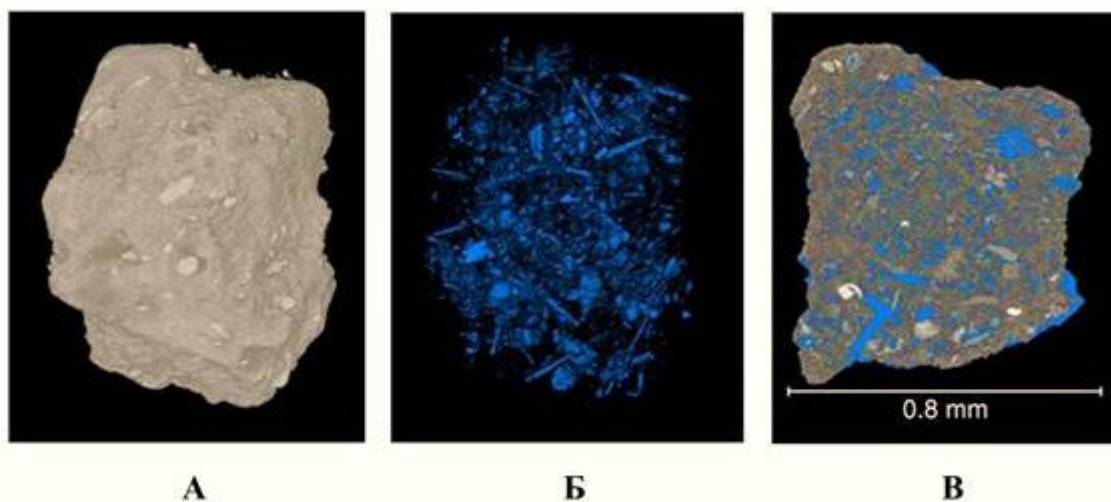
Томографические изображения образца клиноптилолитсодержащей породы Татарско-Шатрашанского месторождения (Микрофокусный компьютерный рентгеновский томограф, Phoenix V|tome|XS 240, General Electric, Germany): А – объемное изображение образца, Б – объемное изображение порового пространства, В – ортогональный срез с порами, выделенными синим цветом (фото авторов)
